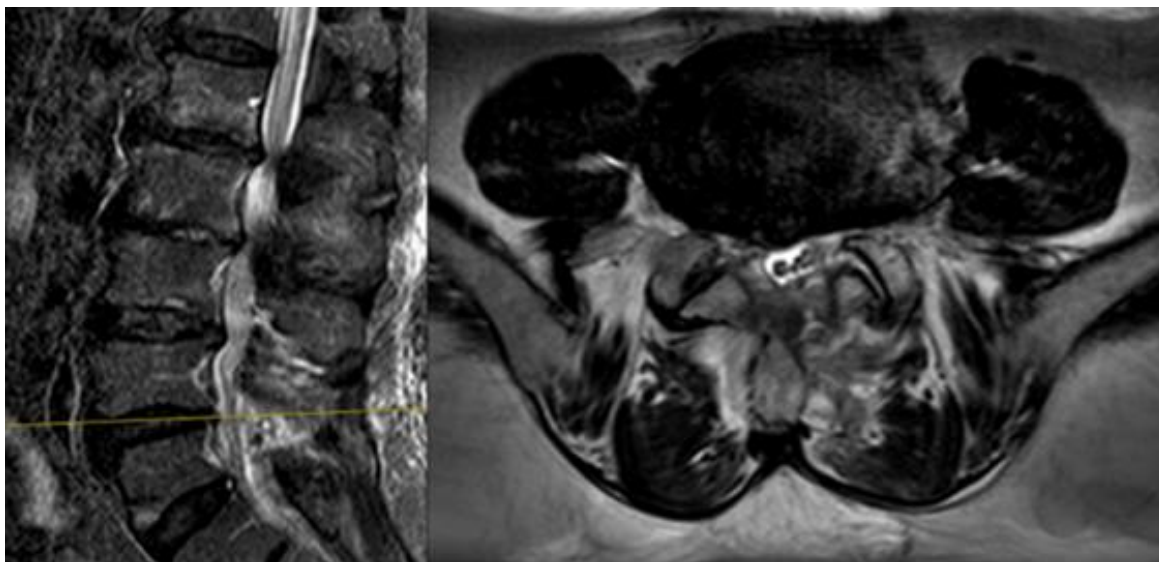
Епідуральна гематома на магнітно-резонансній томограмі в режимі T2 на наступний день після ендоскопічної біпортальної декомпресії
